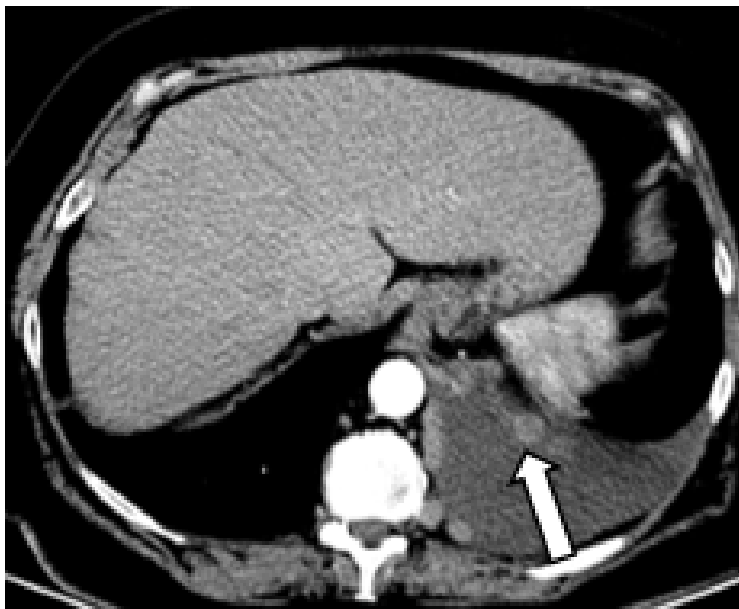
КТ с внутривенным контрастированием показывает узловые образования по плевре (стрелка) и плевральный выпот (оригинальный рисунок).
